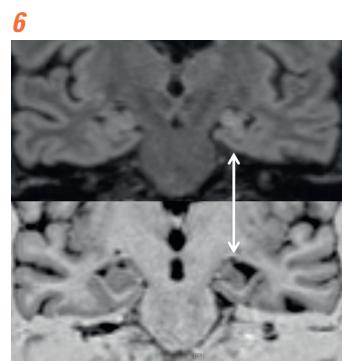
3-Tesla MRI (oben: 3D isovoxel T2-weighted SPACE Dark Fluid with Fat Saturation; unten: 3D isovoxel SPACE Inversion Recovery) zeigen eine Volumenminderung und ein Hypersignal im FLAIR, vereinbar mit einer Sklerosierung des linken Hippocampus (SPACE = Sampling Perfection with Application optimized Contrasts using different flip angle Evolution).
